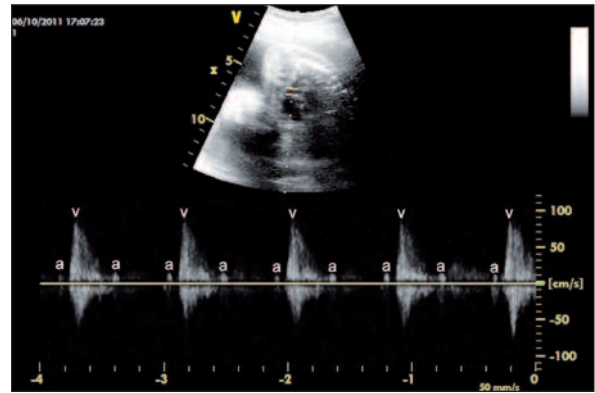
Pulse wave Doppler recordings from the pulmonary trunk showing second-degree atrioventricular block type-II. Ventricular rate 77.
